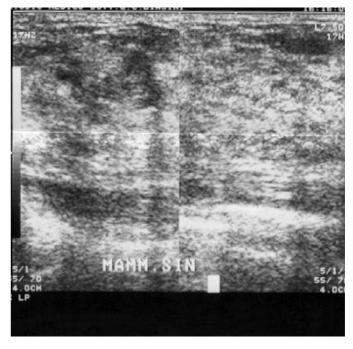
Ecografia di controllo mammella sn., eseguita nel '98. Non si evidenziano formazioni nodulari a carico del QSI.
